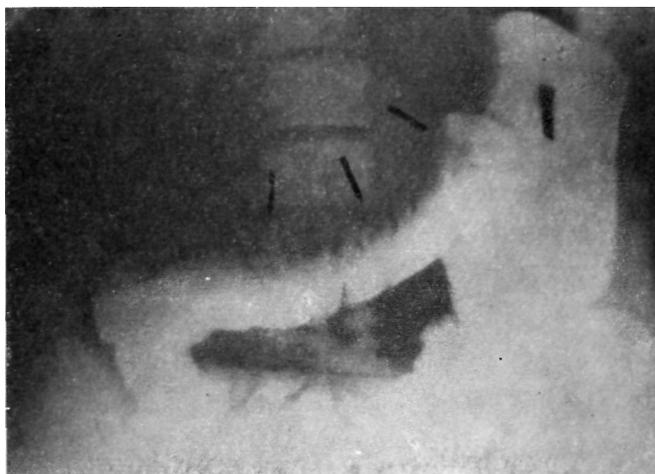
Рентгенограмма толстого кишечника больного с кистой тела поджелудочной железы. Киста сдавливает и оттесняет кинзу левую половину поперечноободочной кишки.
